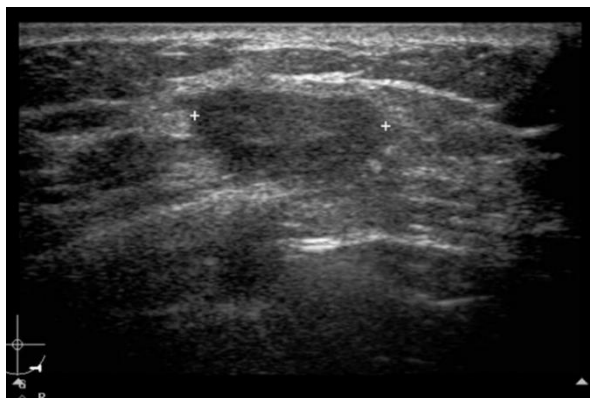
Ecografía de mama. BI-RADS 4A.
